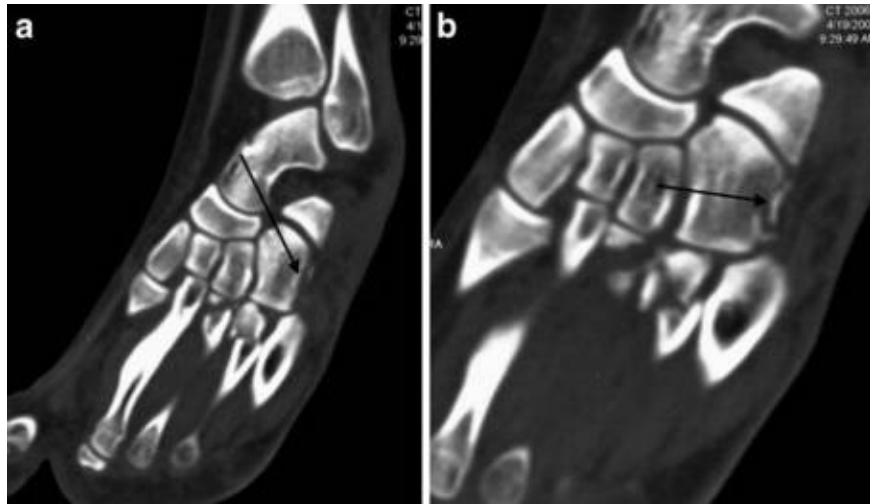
TDM avec MPR : Fracture du cuboïde associée à des fractures de la base du troisième et du quatrième métatarse, à différencier d'un os surnuméraire en particulier l'os sous péronier situé en arrière du cuboïde [53]
